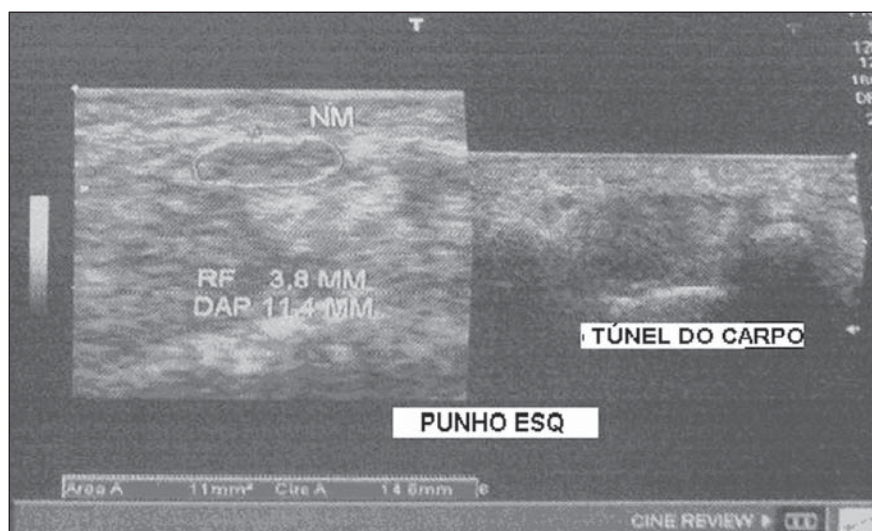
Ultrassonografia com equipamento Toshiba.
